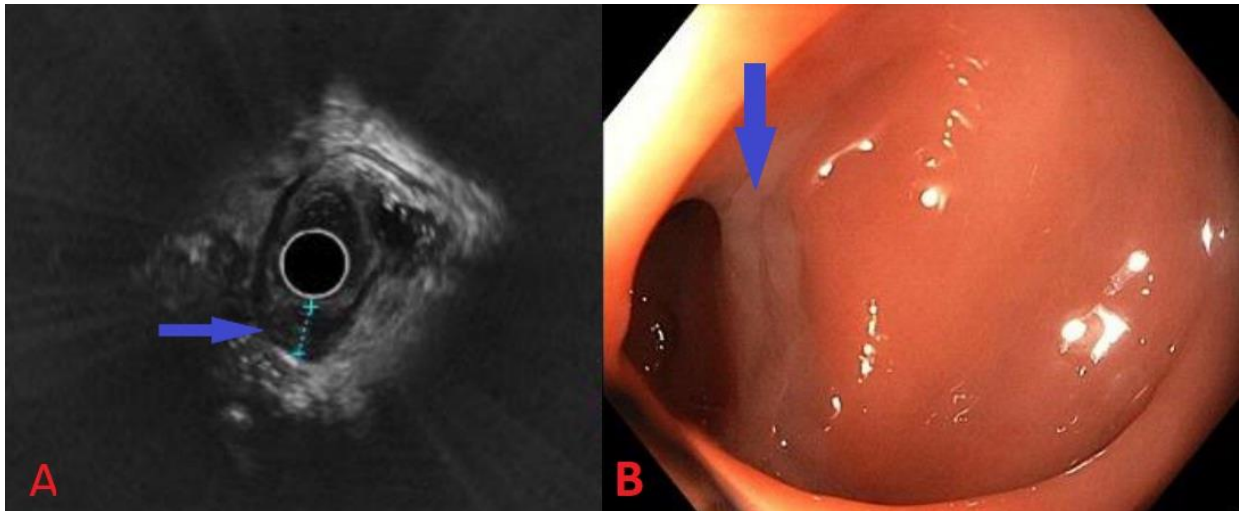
Rektumbeteiligung durch Endometriose in der Endosonographie.
